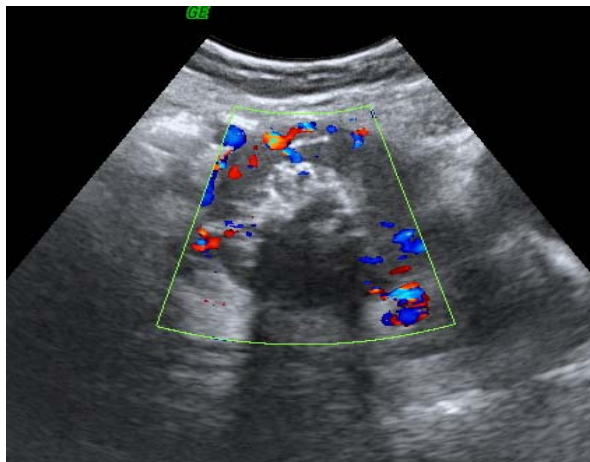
Angiosarcome hypervascularisé au doppler couleur.
